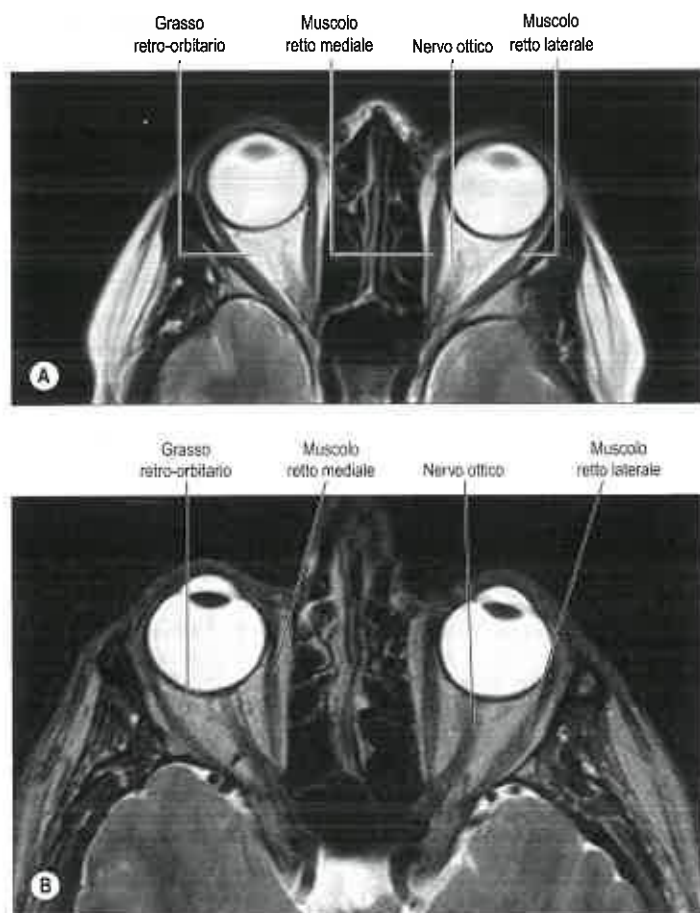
A. Risonanza magnetica (RM) assiale T2-pesata dell'orbita media. B. Si noti il nervo ottico nella sua interezza. (Per gentile concessione del Dr. Timothy Beale FRCR, Royal National Throat Nose and Ear Hospital, London.)
